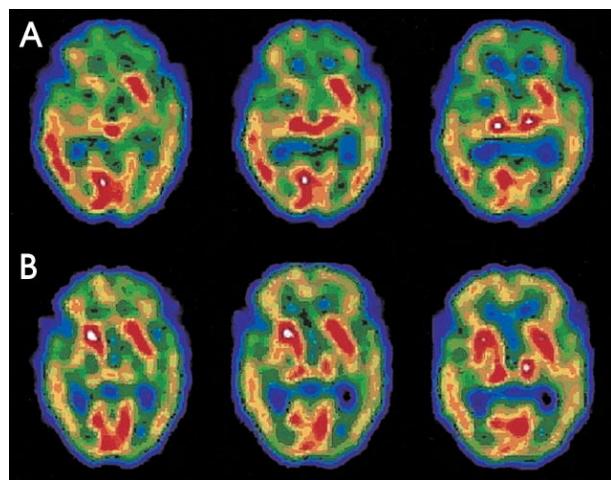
Serial F/U images of 99m Tc-ECD SPECT A (upper) SPECT images show an initial markedly decreased blood perfusion for the entire right basal ganglia, and more so in the lentiform nucleus during active choreoballistic movement B (lower). F/U SPECT is reversed in caudate nucleus, except in the lentiform nucleus on a follow up study after clinical improvement.
